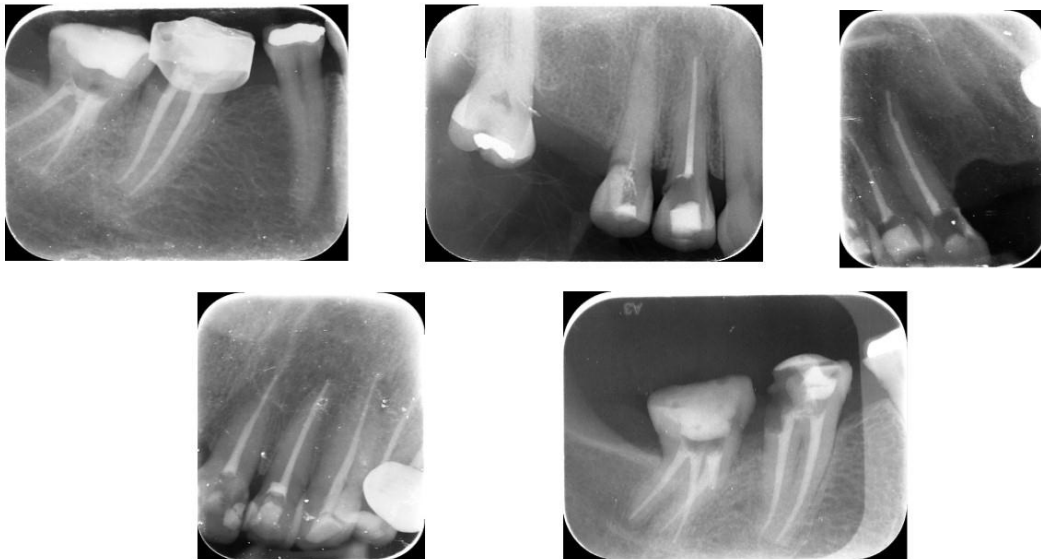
Radiografía final (Fuente directa)
